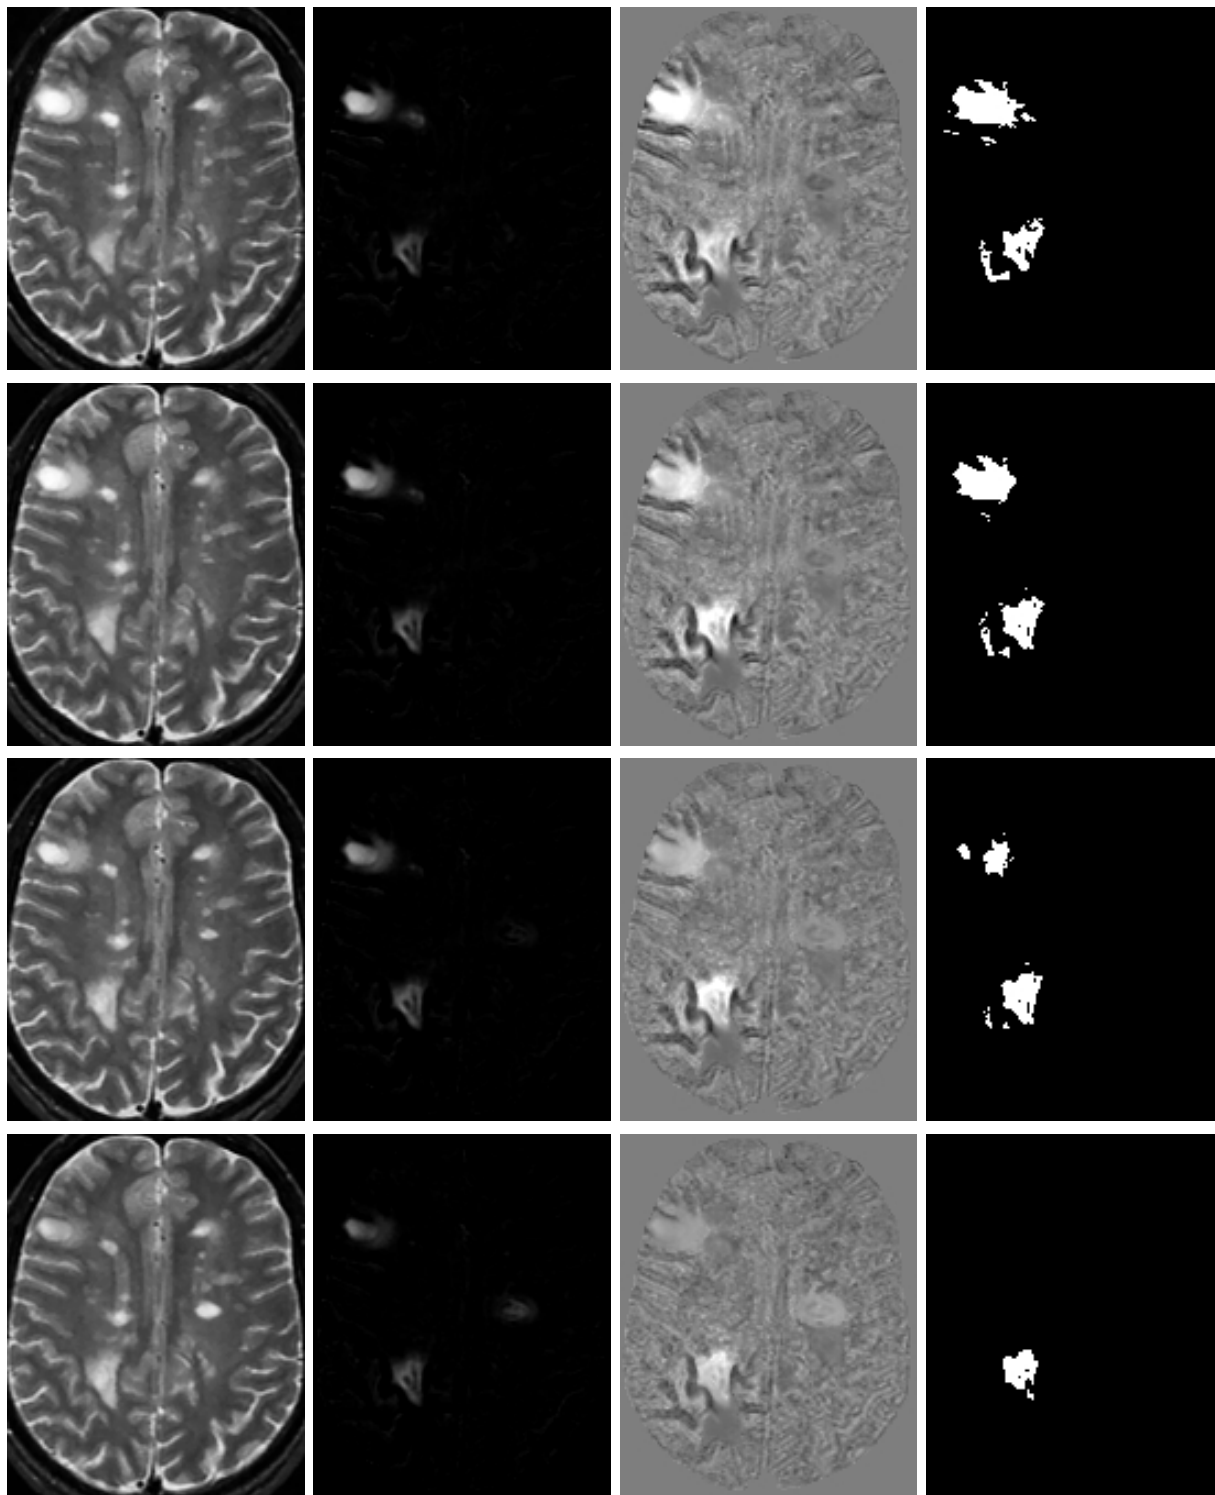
Résultats sur semaines 5 à 8 de la série BW, présentés sur une coupe axiale de l'IRM (voir figure 7.30). De gauche à droite : l'image originale à l'instant d'acquisition fixé ; l'image du paramètre  $\beta_1$  ; la carte en  $t$  ; l'image des groupes supraseuils ( $t \geq 4,45$ ) significatifs (taille du groupe  $\geq 10$ ) à cet instant.
